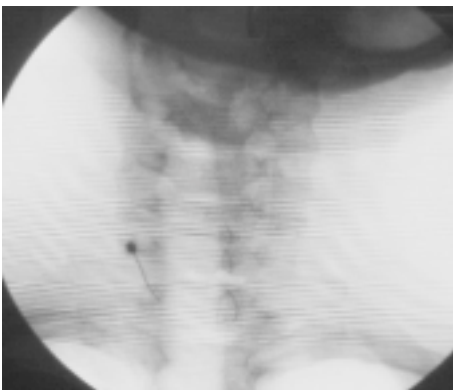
Bloqueo de la Cadena Simpática Cervical. Radiografía en una proyección anteroposterior que muestra la columna cervical y una aguja de punción colocada en contacto con la línea imaginaria que relaciona la porción lateral de los cuerpos vertebrales. La punta de la aguja está colocada en la vértebra C7, sitio de ubicación del Ganglio Estrellado.
